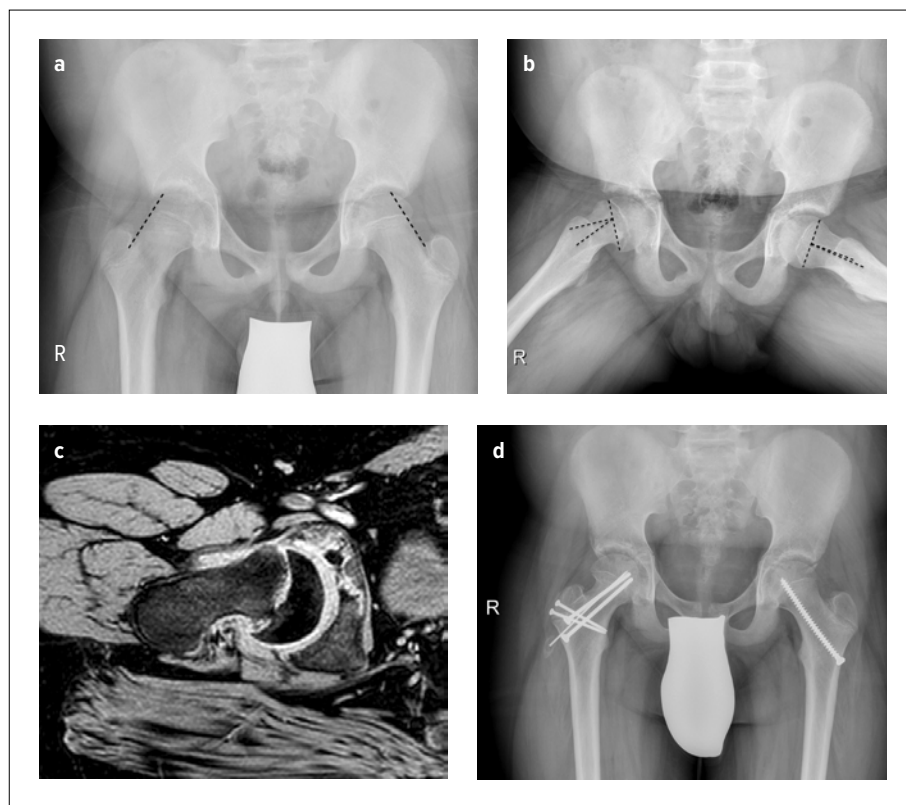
Epiphysiolysis capitis femoris rechts. Der klinische Verlauf entsprach einem akut-auf-chronischen Abrutsch. a) In der ap-Aufnahme schneidet die Schenkelhalstangente die Epiphyse kaum. b) In der axialen Aufnahme zeigt sich ein Abrutschwinkel von 28°. Zu beachten ist dabei, dass das proximale Femur nicht streng axial getroffen ist, wie es aufgrund der Schmerzhaftigkeit häufig der Fall ist, und sich der Abrutschwinkel geringer als real projiziert. c) Im MRT zeigt sich ein deutlich stärkerer Abrutsch, der sich klinisch auch in einem ausgeprägten Drehmann-Zeichen bestätigte, d) Es erfolgte die offene Reposition mit modifizierter Dunn-Osteotomie und Wiederherstellung des Schenkelhalsoffsets (Röntgen 12 Monate postoperativ)
